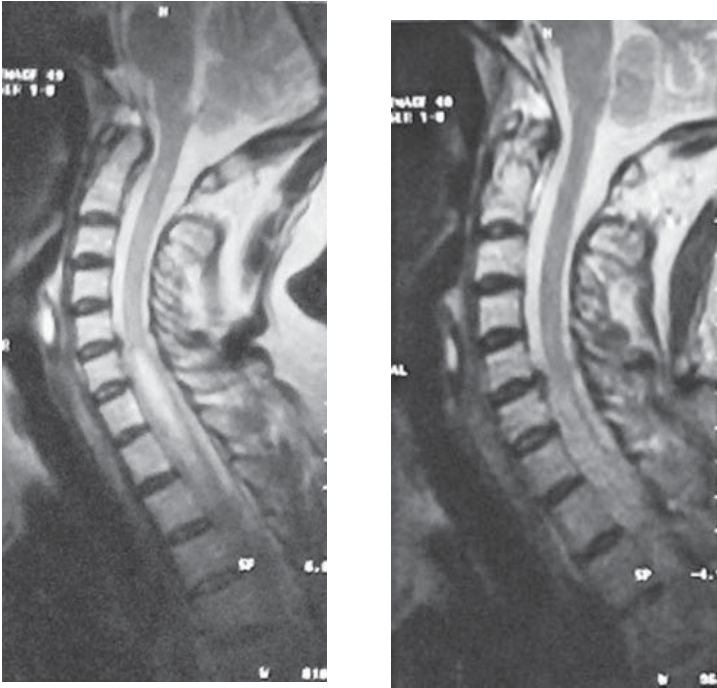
RMN a pacientei M.:
